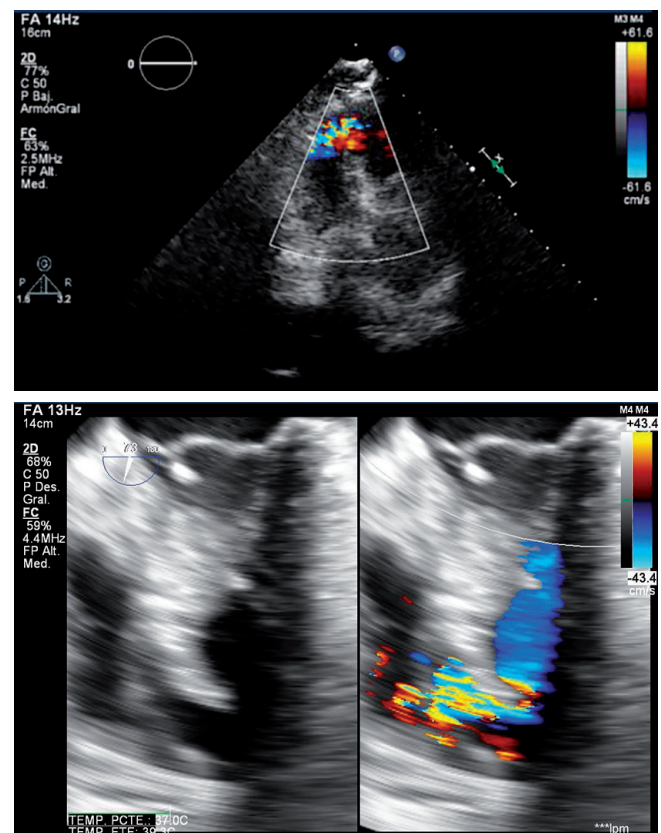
Ecocardiogramas, con defecto septal ventricular apical. Fuente: los autores.
